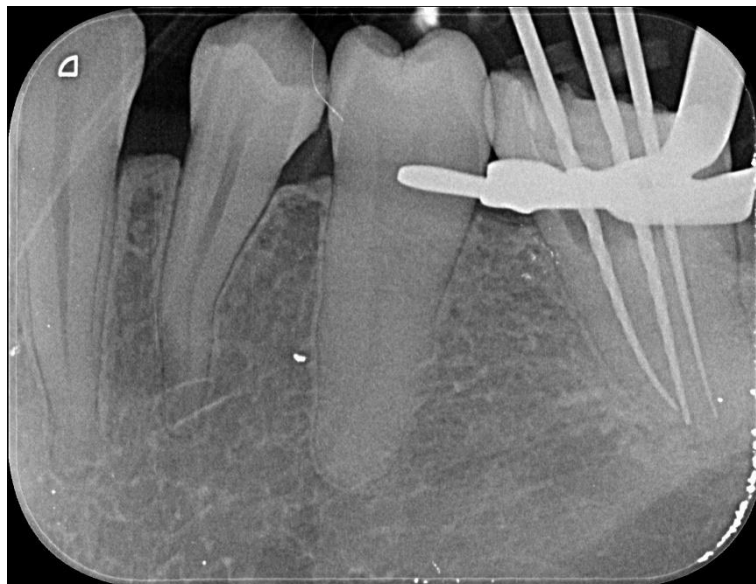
Radiografia confirmatória do comprimento real do dente (CRD) e do comprimento de trabalho real
